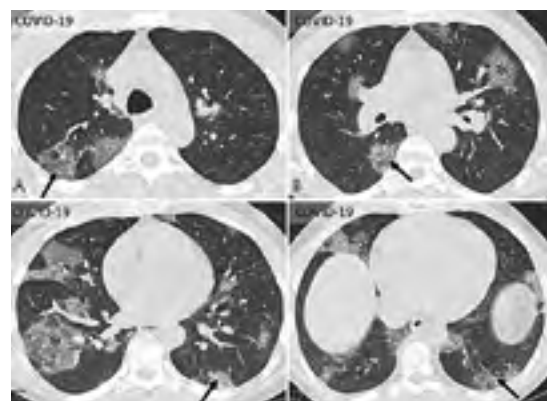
Tomografia computadorizada de tórax de paciente do gênero masculino, 52 anos de idade, evidenciando opacidades em vidro fosco bilaterais e predominantemente periféricas (setas), algumas com aspecto arredondado (asteriscos), com áreas de espessamento septal interlobular associadas (padrão de pavimentação em mosaico). Achados compatíveis com pneumonia relacionada à Covid-19.
